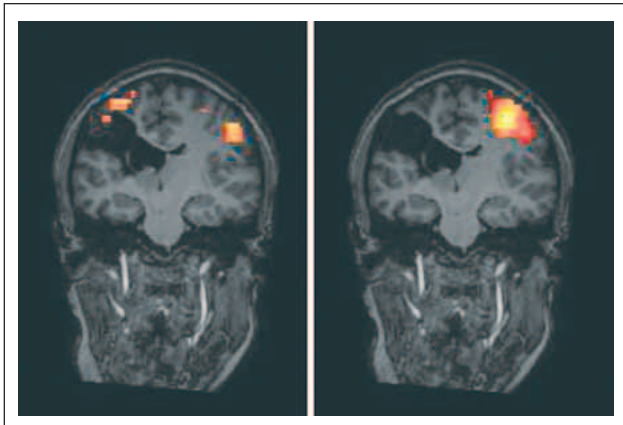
Funktions-MRT des Kopfes der Probandin aus Abbildung 2. Links Aktivitätszentren bei Greifbewegungen der paretischen rechten Hand, rechts der gesunden linken Hand
